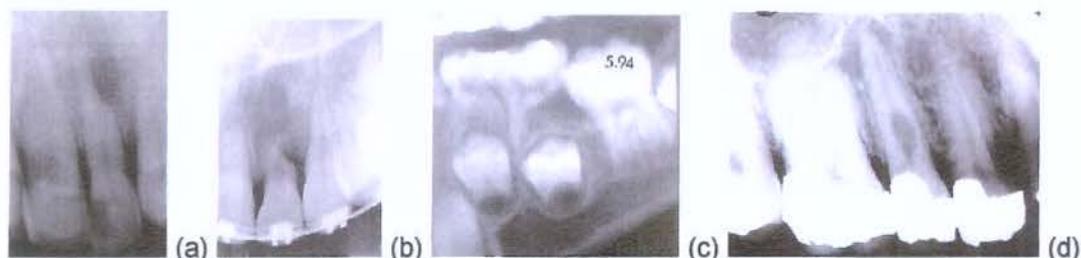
Exemplos de radiografias mostrando vários casos de reabsorção radicular; (a) pré-tratamento ortodôntico; (b) durante o tratamento ortodôntico; (c) reabsorção com reparo; (d) reabsorção idiopática.
